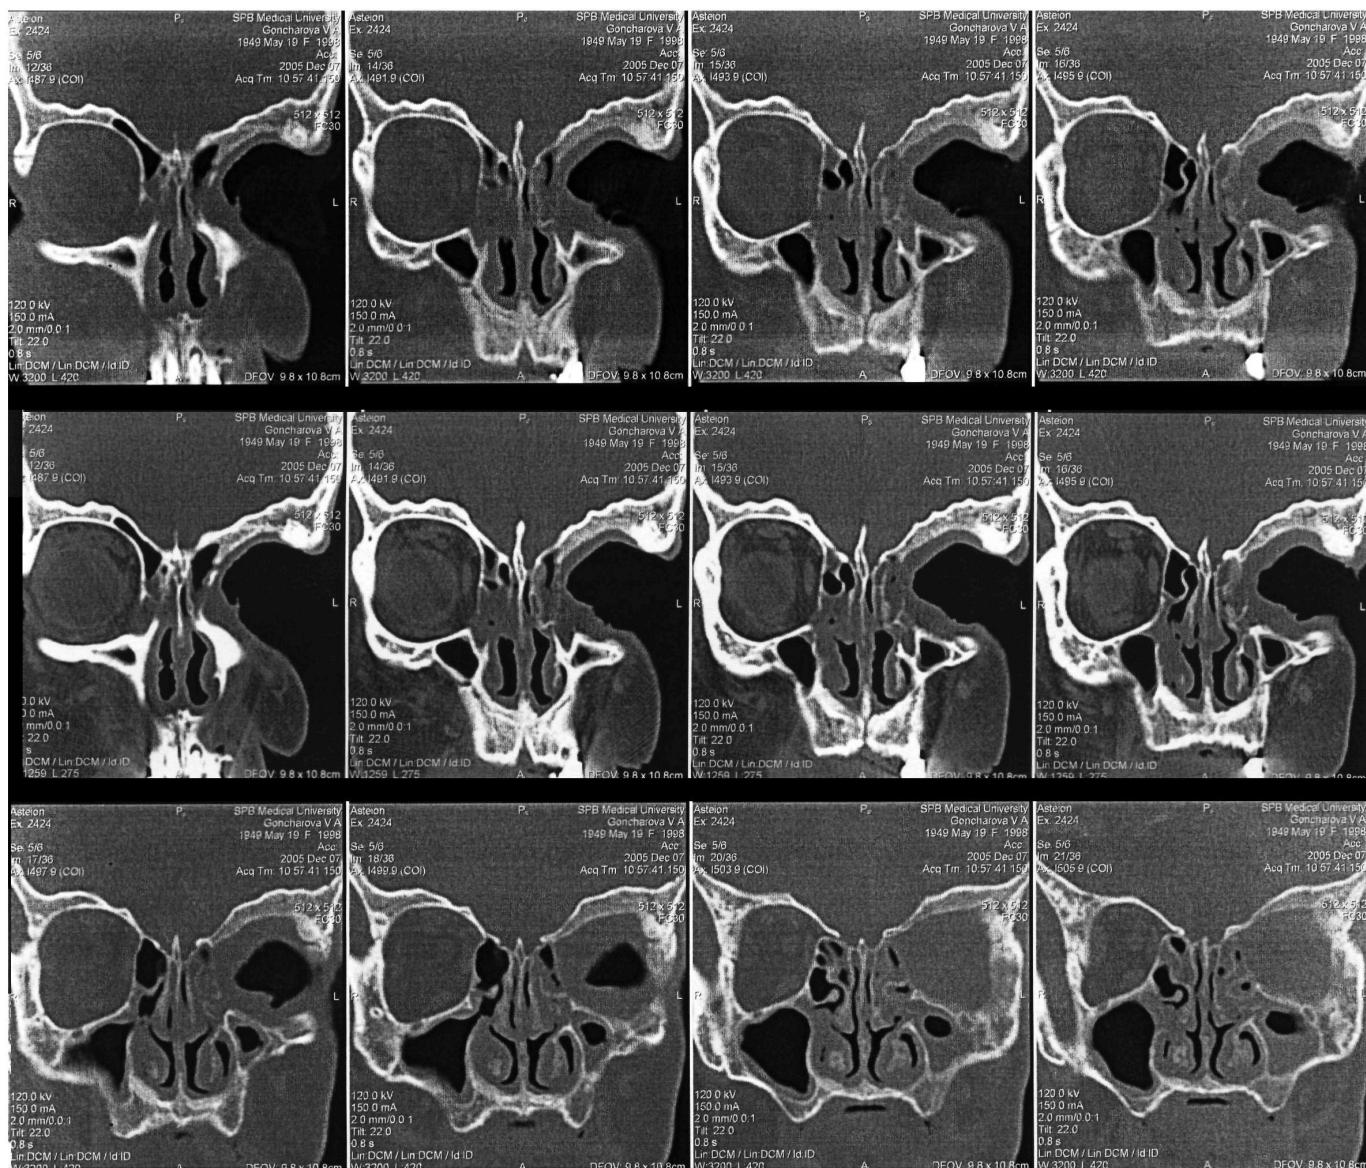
Серия компьютерных томограмм больной: не прослеживается бумажная пластинка слева
